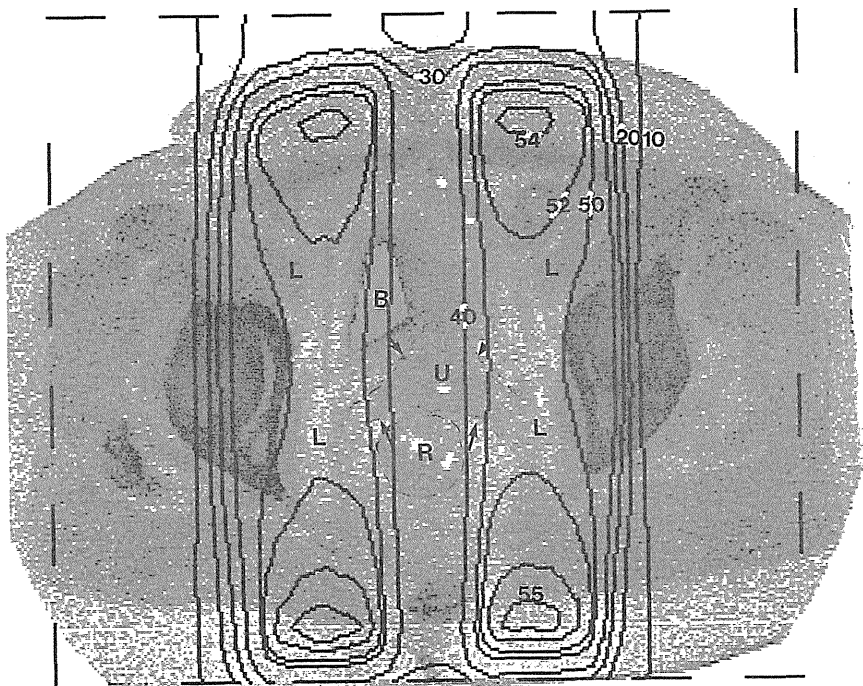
X線対向2門照射 (XAP 50-30) の線量分布
